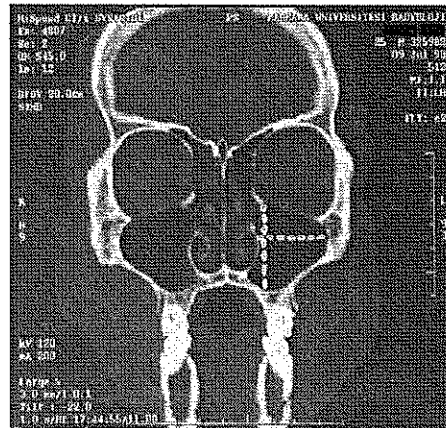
Koronal grafide yatay ve dikey boyutlar
